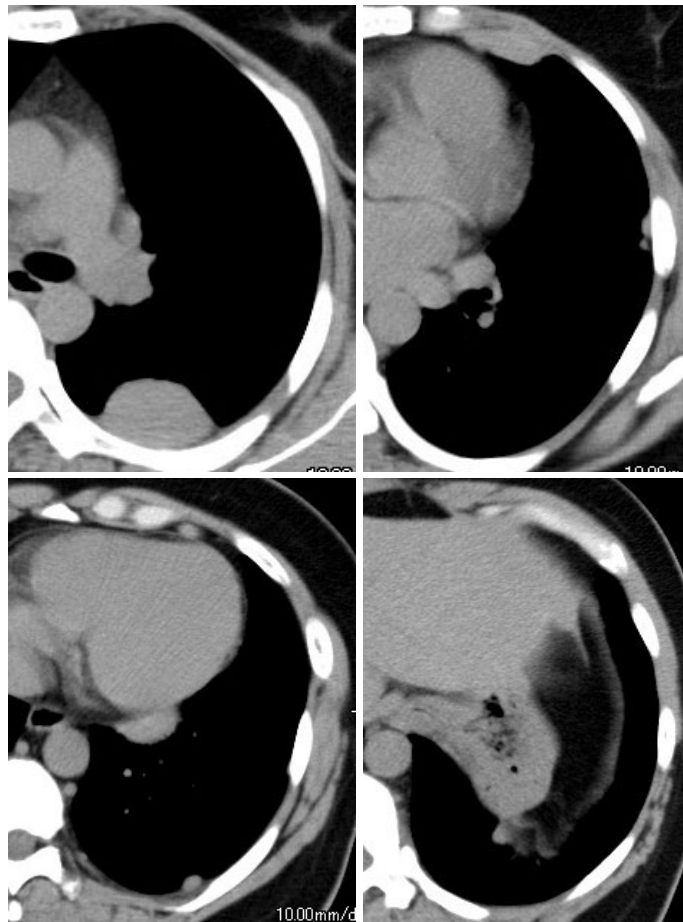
胸部CT画像。左胸部において、気管分岐部の高さの4 cm 大の後部胸壁腫瘍、および前胸壁、後部心膜、側胸壁、横隔膜上に腫瘍を認める。
